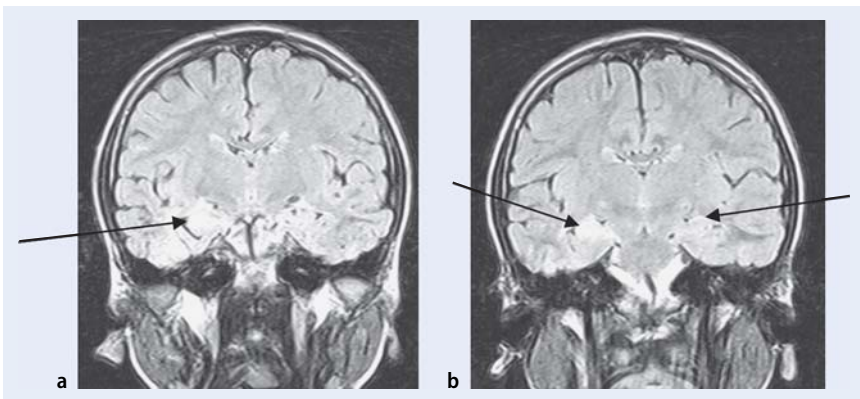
▲ 7-jähriger Knabe mit Hippocampussklerose, a nach prolongiertem Fieberkrampf im Alter von 3 Jahren, b erneute generalisierte Anfälle 3 Monate vor MRT-Untersuchung
